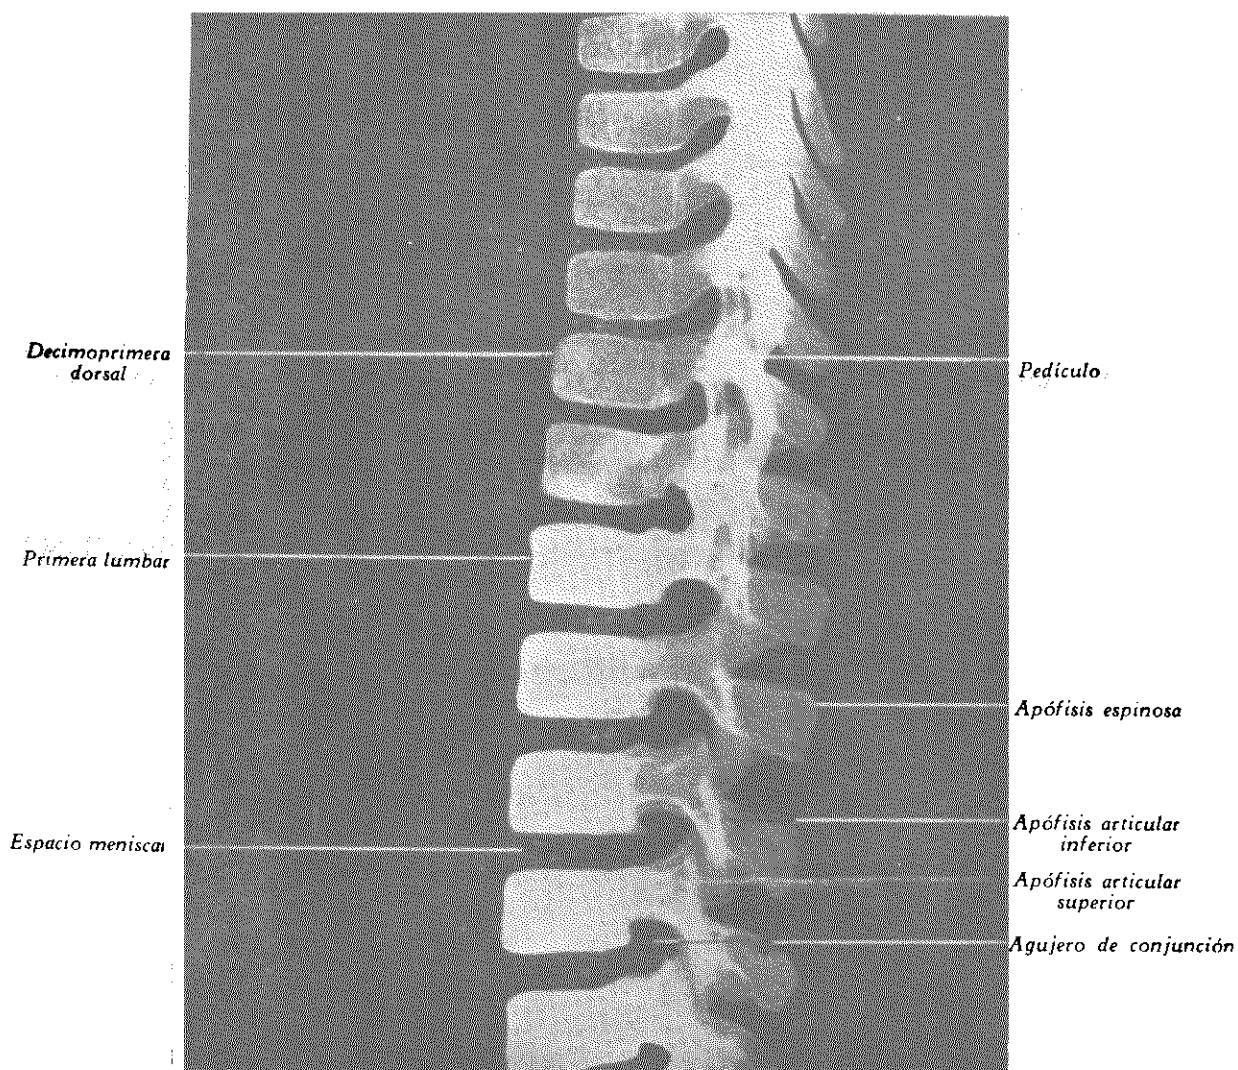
RADIOGRAFÍA LATERAL DE COLUMNA VERTEBRAL, DORSOLUMBAR, EN NIÑO DE 5 AÑOS.
